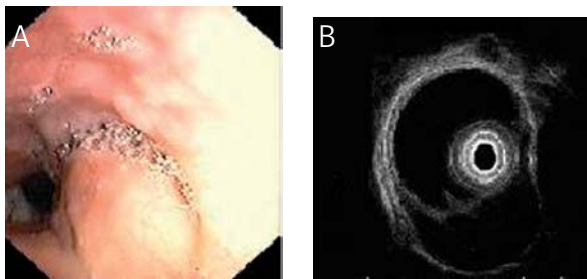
Endoskopowy (A) i endosonograficzny (B) obraz tłuszczzaka żołądka
